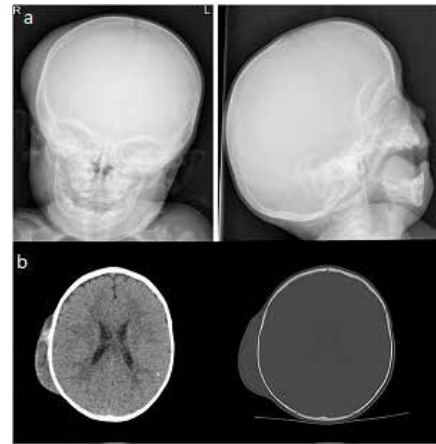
Rx de cráneo AP y lateral. TC craneal. Cefalohematoma y línea de fractura parietal derecha.
